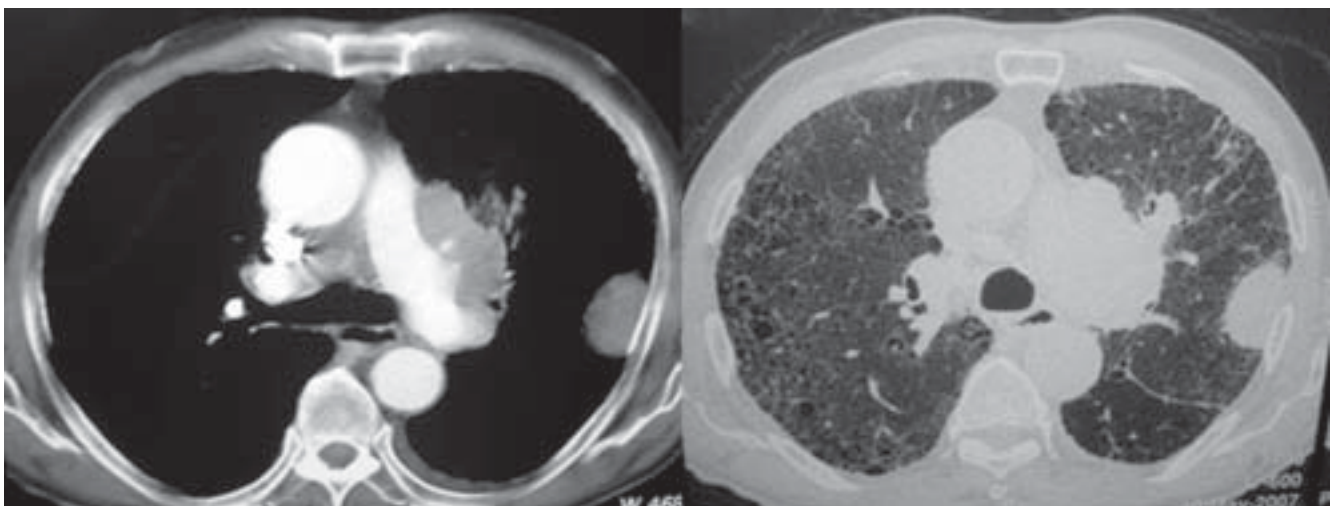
Tomografia computadorizada de tórax: na janela de mediastino (A) observamos conglomerados de linfonodos mediastinais com massa pulmonar em lobo superior esquerdo. Na técnica de alta resolução (B) além da massa pulmonar fica evidente o infiltrado reticular com faveolamento periférico.
